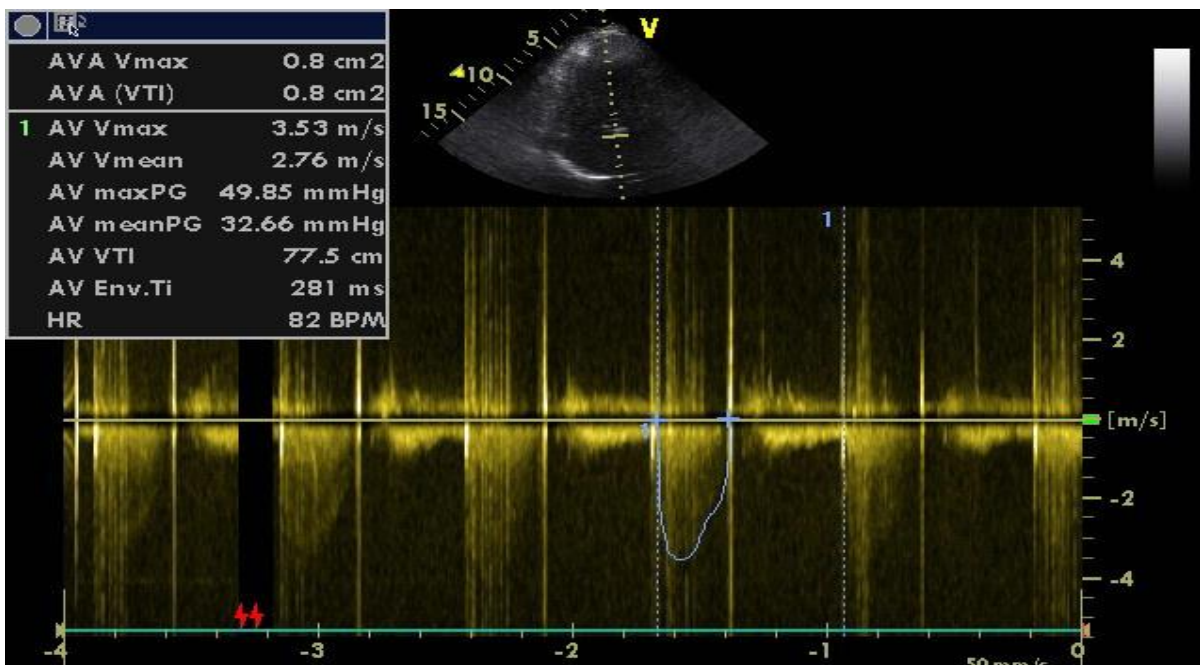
14Б. Трансторакальная эхокардиография в нагрузке.
